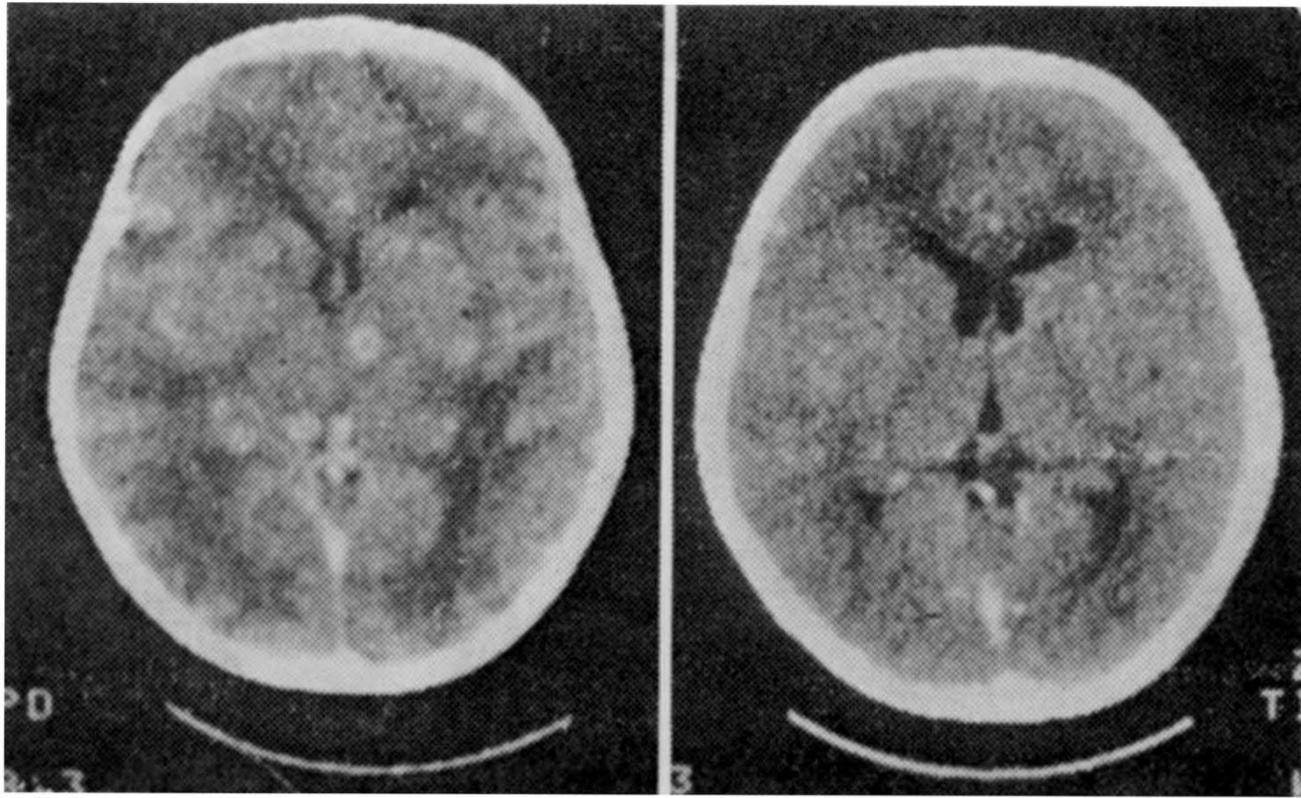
A (esquerda): TAC de paciente do Grupo III, com cistos que captam contraste e edema cerebral. B (direita): o controle, 8 meses após a suspensão do praziquantel, mostrou calcificações intraparenquimatosas.
